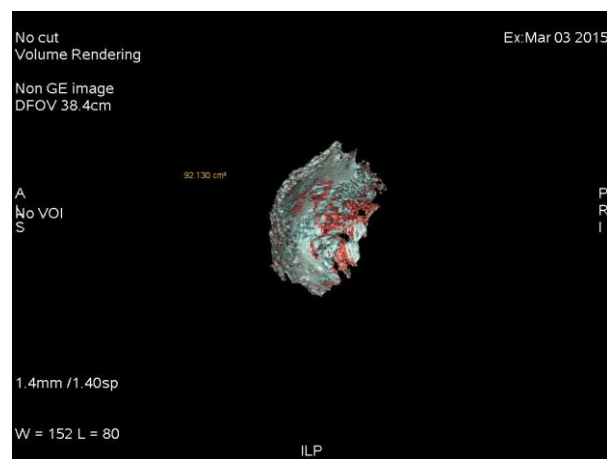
Ressonância magnética com supressão de gordura para análise da volumetria glandular, em paciente do grupo subglandular
